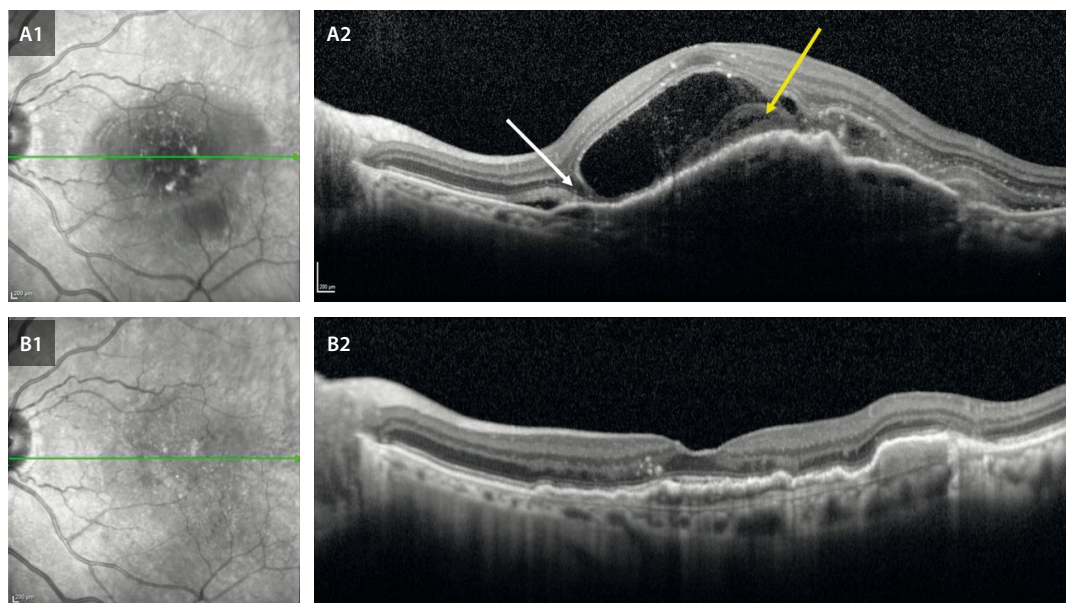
Fluido de alta densidad y desprendimiento bacilar como presentación de una membrana neovascular de tipo 1. A1) Imagen cercana a la infrarroja pretratamiento. Demuestra un área de hiporreflectividad correspondiente a la membrana neovascular de tipo 1. A2) La tomografía de coherencia óptica muestra la presencia de una membrana neovascular de tipo 1 extensa con fluido subretiniano de baja y de alta densidad (la flecha amarilla señala el material hiperreflectivo subretiniano), que genera una imagen de desprendimiento bacilar (flecha blanca). Esto denota el gran poder exudativo de la membrana neovascular, pero no implica un peor pronóstico necesariamente en estas membranas neovasculares de tipo 1, tal y como se ve en las imágenes B1 y B2 postratamiento, sin signos de exudación y con unas capas externas relativamente preservadas.
